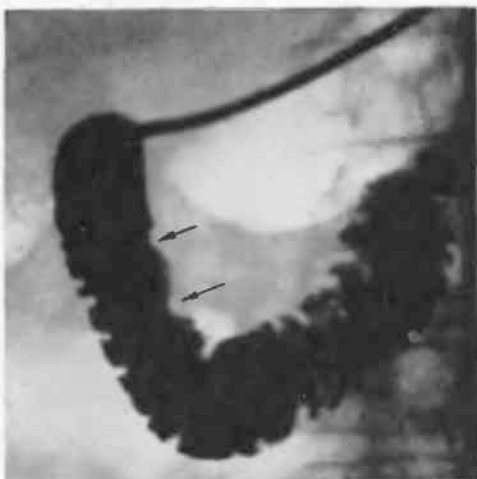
Рентгенограмма двенадцатиперстной кишки, которая через зонд заполнена контрастной массой. На медиальной стенке нисходящей части кишки имеется дефект наполнения, вызванный раковой опухолью головки поджелудочной железы.
